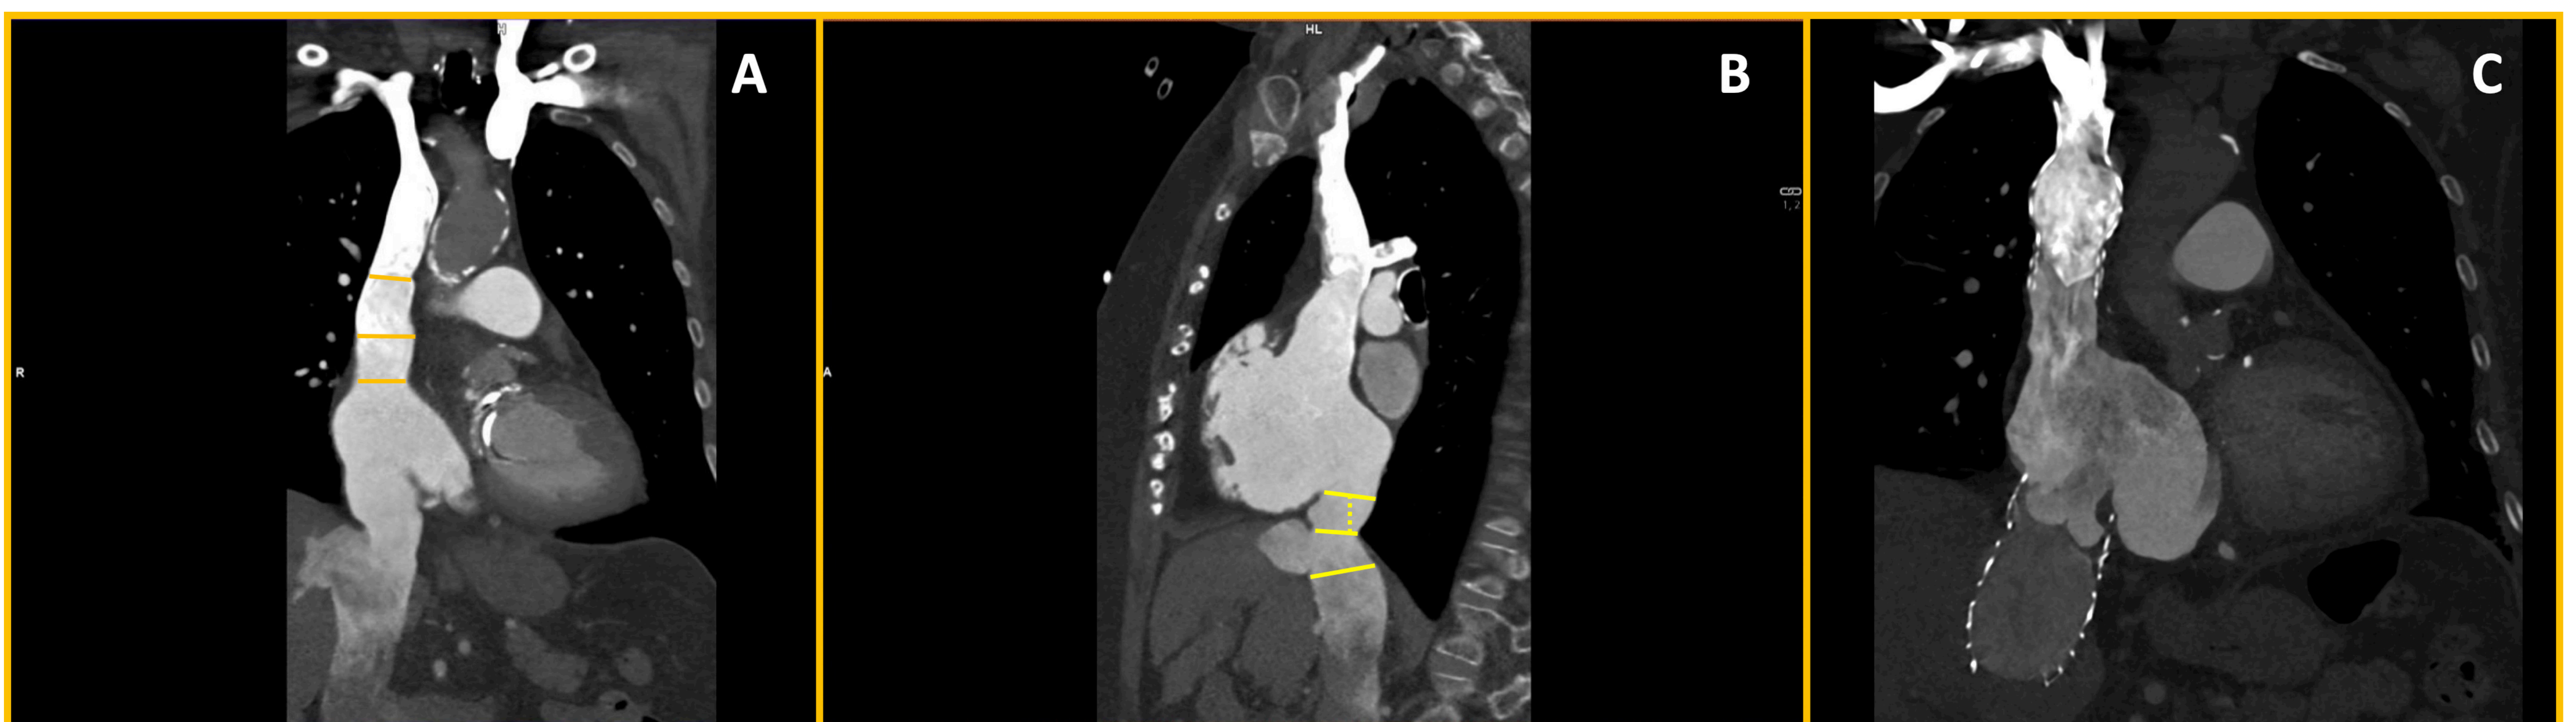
CARDIO-TC EN EL IMPLANTE DE PRÓTESIS HETEROTÓPICAS
